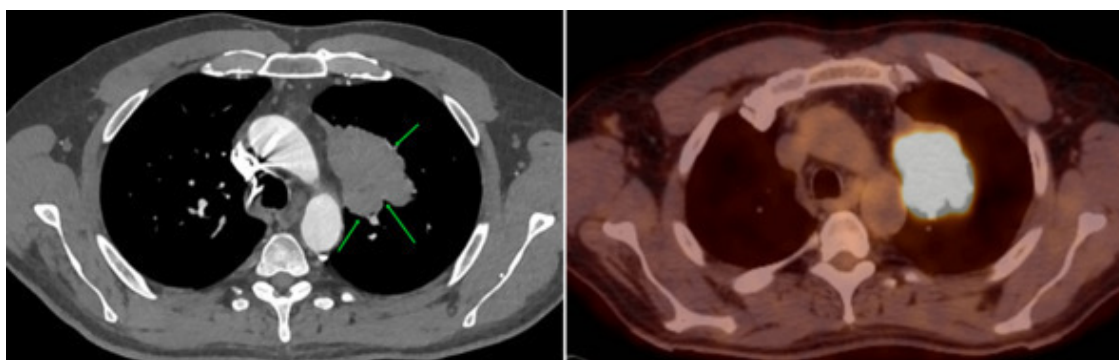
Эндофитная форма центрального рака верхней доли левого легкого (стрелки). По данным ^{18}F -ФДГ ПЭТ/КТ опухоль демонстрирует гиперметаболизм
